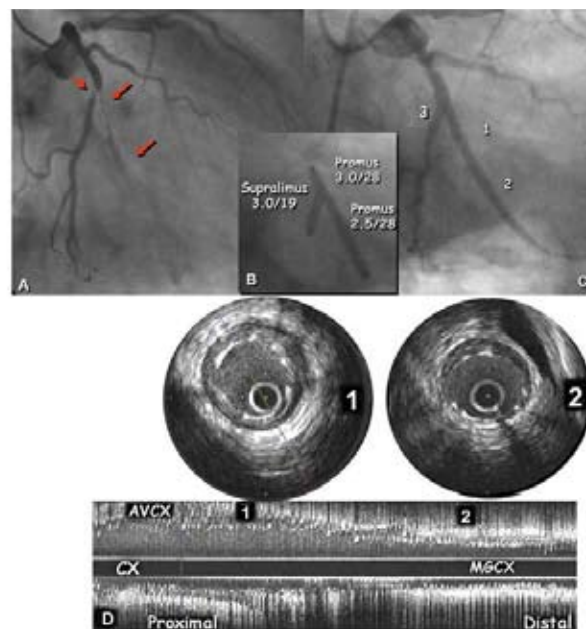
A, B e C: Angiografia durante implante de stents e ultrassonografia intracoronária
